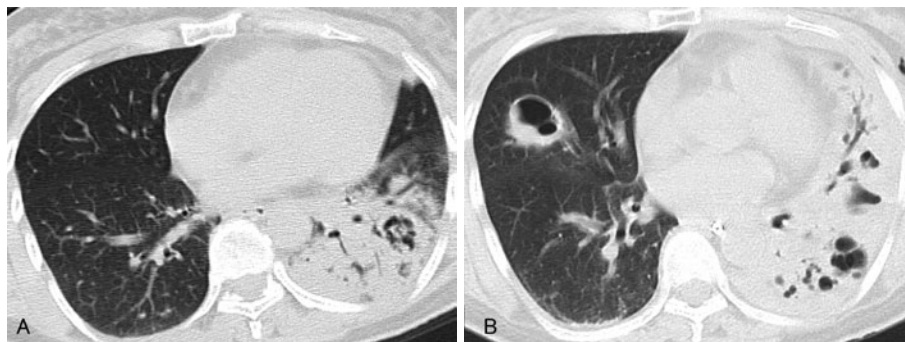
(A) Chest CT on admission showed a consolidation with a cavity in the left lower lobe. (B) Chest CT 14 days after admission showed consolidation with multiple cavitary lesions in the middle and lower lobes.
